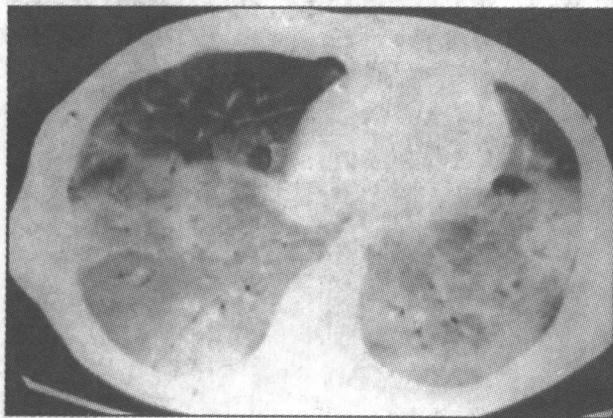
ARDS 的 CT 扫描显示特征性的三个肺区域
